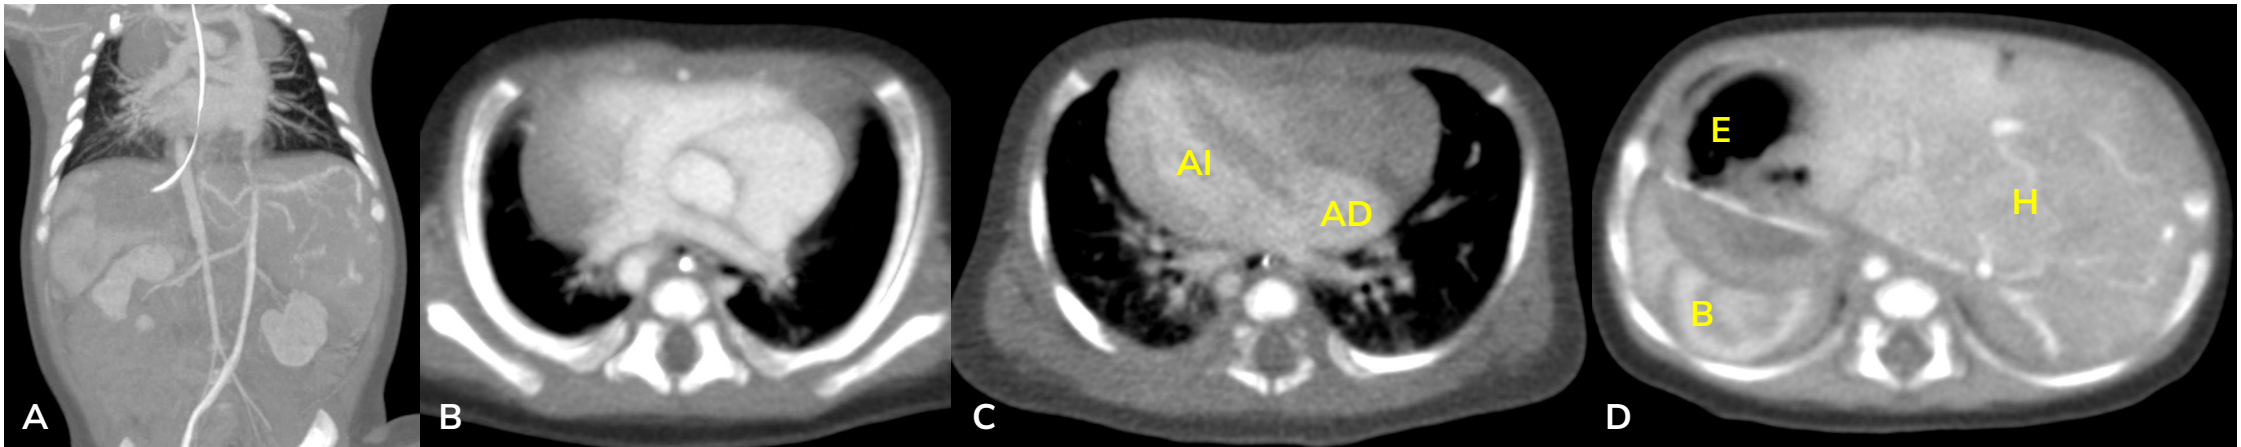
TC toracoabdominal con CIV.
